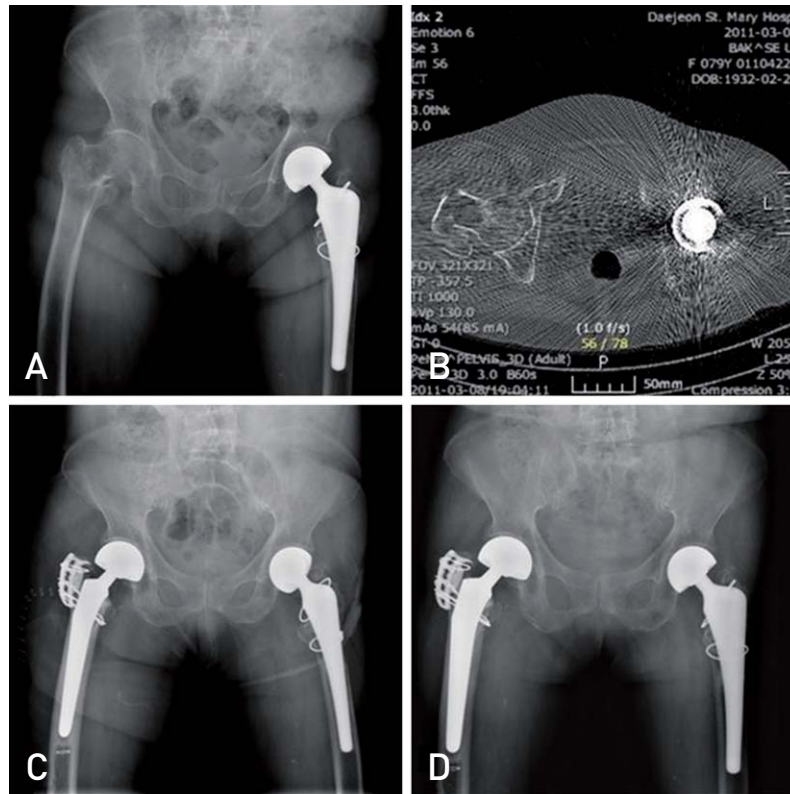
(A) Bipolar hemiarthroplasty was performed in left hip joint of the patient 2 years ago. On simple x-ray, minimal comminuted intertrochanteric fracture was found at right femur. Large size bone loss of left greater trochaneric area was found. (B) Comminuted fractures and displacement were found on computed tomography. Cemented bipolar hemiarthroplasty was performed in right femur intertrochanteric fracture, and additional fixation using AO TRD was done to comminuted and displaced fracture of greater trochanter and lesser trochanter. (C) Radiograph at 1 year shows bony union of right femur greater trochanter. (D) Compared to left trochanteric bone loss, most bone density is remained at right trochanter.
